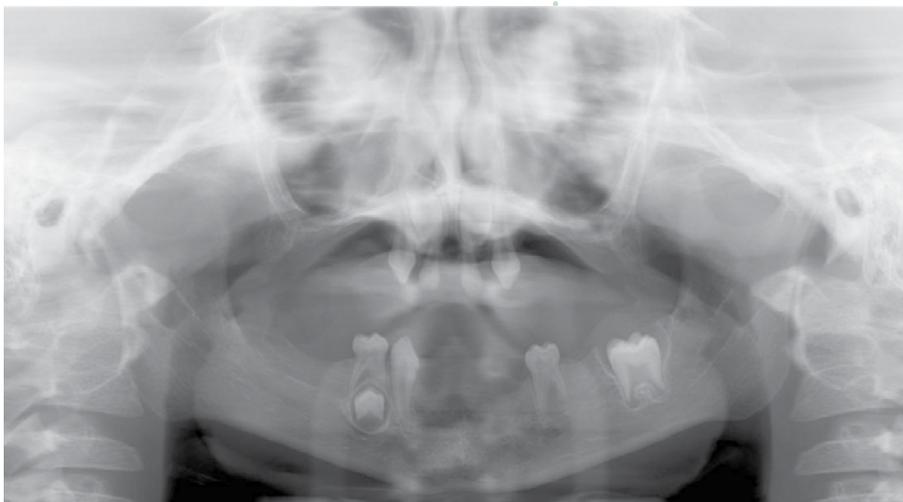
Radiografia panorâmica convencional. Observam-se múltiplas ausências dentárias.
